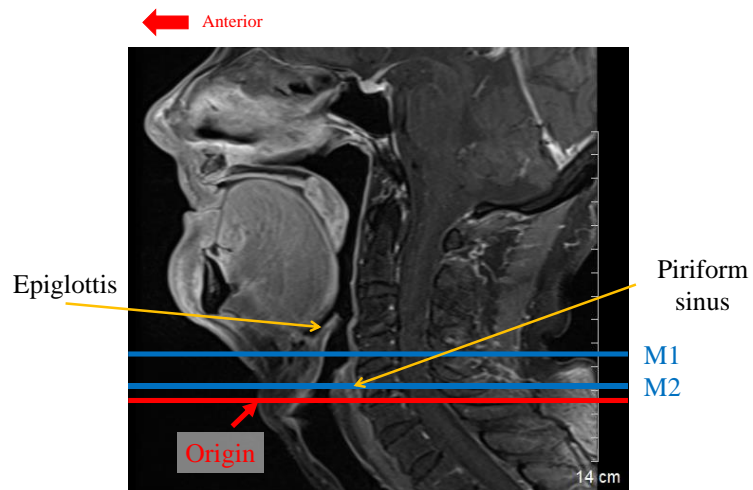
Positional relationship between mark and piriform sinus on MRI normal neck image (87 year-old man)
